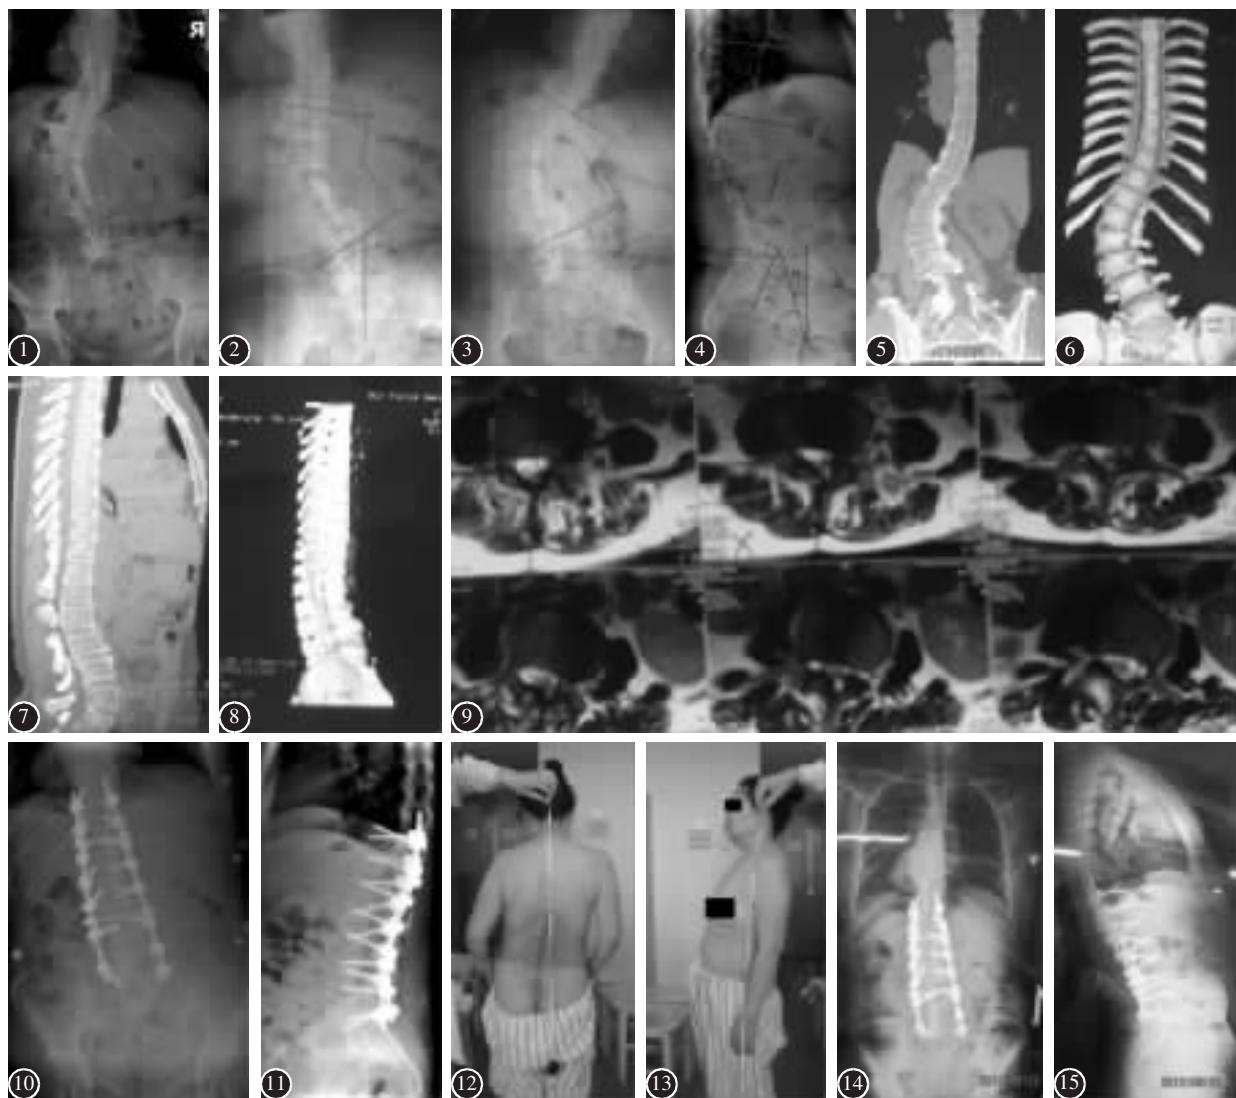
正位X线片及测量 图2、3 Bending位X线片(柔软度) 图4 脊柱矢状位及各种参数测量 图5~8 CT-3D图9 MRI示腰椎管狭窄(L3/4,L4/5明显),未见脊髓及马尾异常信号和异常结构 图10、11 术后 Cobb角11.8°,CSVL:躯干左侧(凸侧)偏移 图12、13 躯干左侧偏移,双肩不等高 图14、15 术后5个月躯干冠状位的失平衡现象较术后明显改善,躯干矢状位腰前凸恢复
